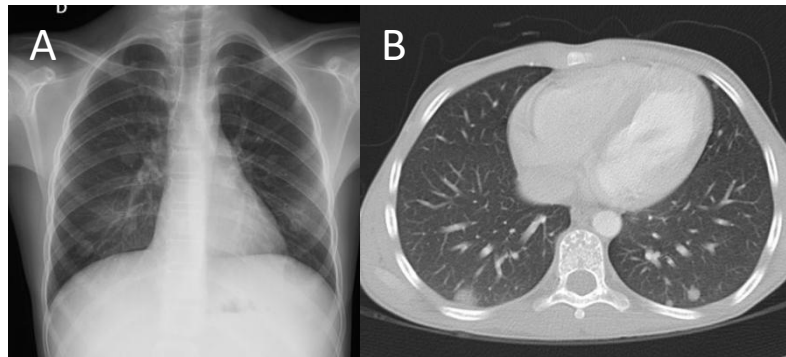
Radiografía (7A) y TC de tórax (7B) con nódulos pulmonares bilaterales compatibles con metástasis en niño con nefroblastoma
